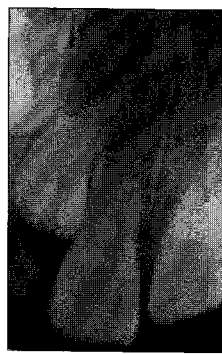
Periapical radiograph 7 months after removal of mesiodens
